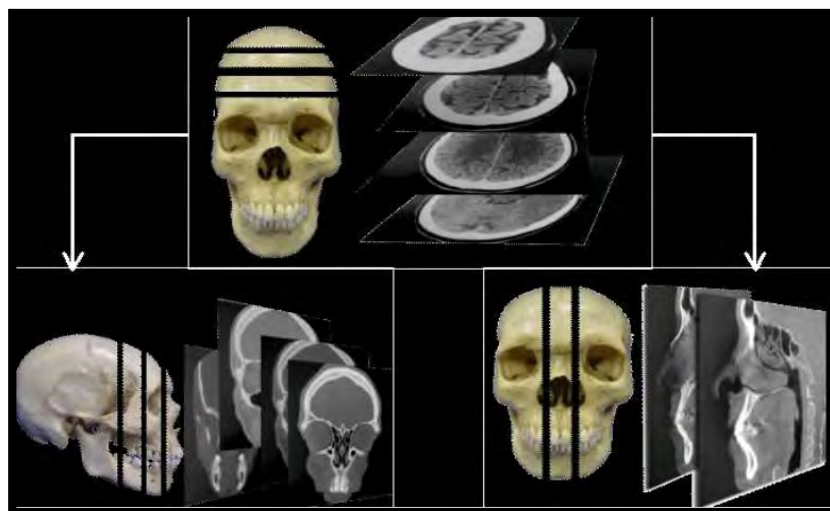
Tomografía Computarizada Volumétrica de Haz Volumétrico (Cone Beam) ⁴⁴
